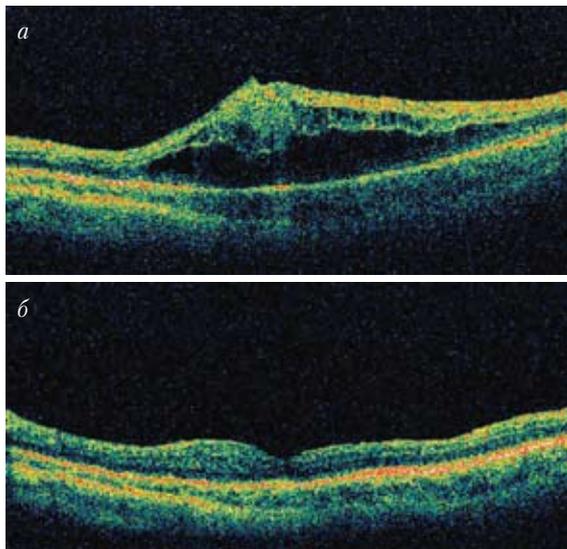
Томограмма макулярной области до (а) и после (б) выполнения витрэктомии в комбинации с удалением внутренней пограничной мембраны сетчатки
